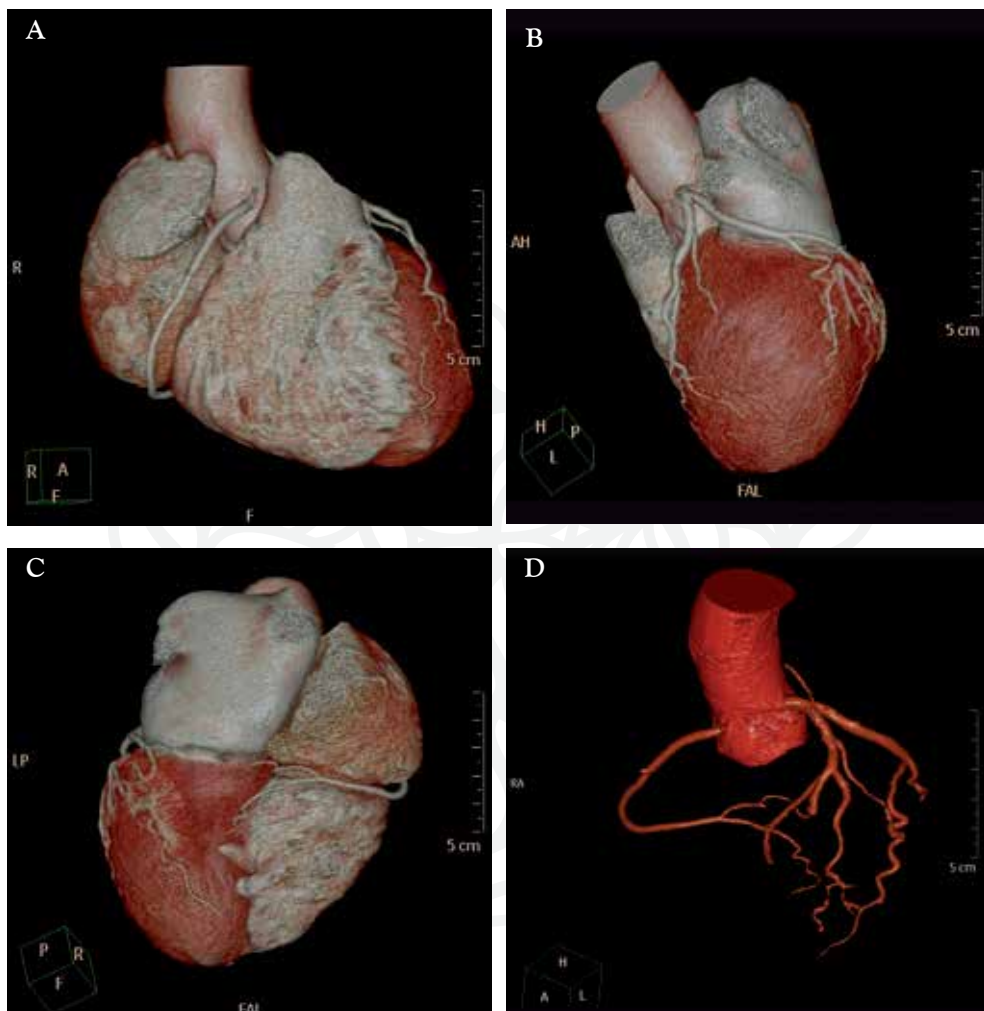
Angiotomografía de coronarias, incluyendo reconstrucciones de volumen y 3D en las cuales se evidencia una permeabilidad adecuada y se excluye la presencia de enfermedad coronaria. A. Se observa la coronaria derecha. B. Se observa el tronco principal izquierdo con su bifurcación en arteria descendente anterior y circunfleja. C. Vista inferior a nivel de la cruz del corazón evidenciando la arteria descendente posterior. D. Reconstrucción 3D que permite una valoración rápida de todas las arterias gracias a la exclusión digital de las cavidades cardíacas.
